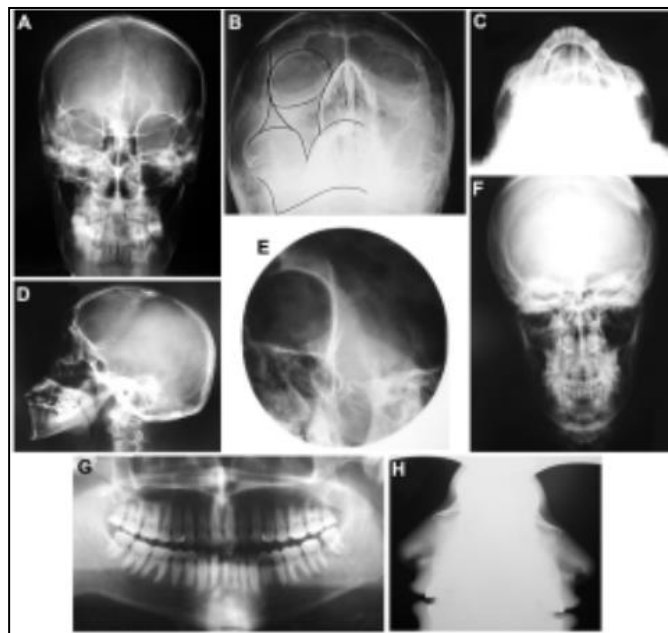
Radiografías: A: Anteroposterior; B: Waters; C: Hirtz; D: Lateral de Cráneo; E: Malar oblicua; F: Caldwell-Tone; G: Ortopantomografía; H: Huesos nasales. <sup>25</sup>
